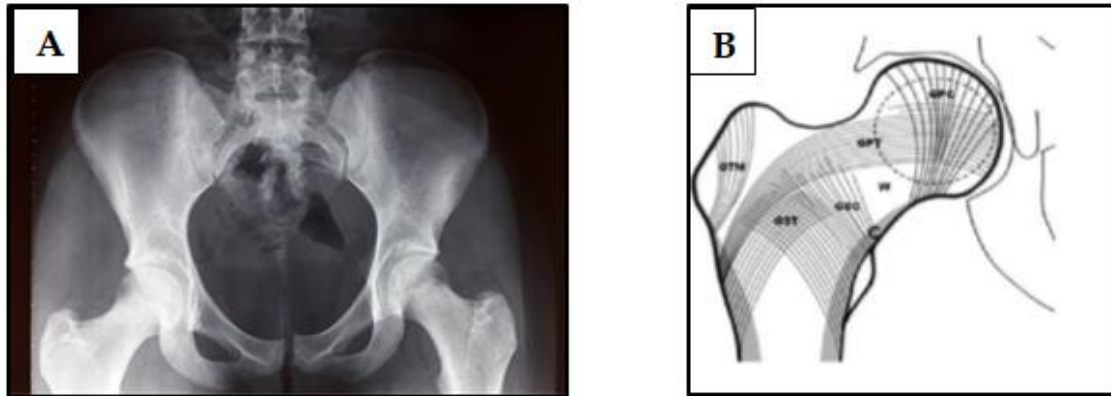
A) Radiografía Anteroposterior de la Pelvis. B) Sistema Trabecular del Fémur⁵⁷.
